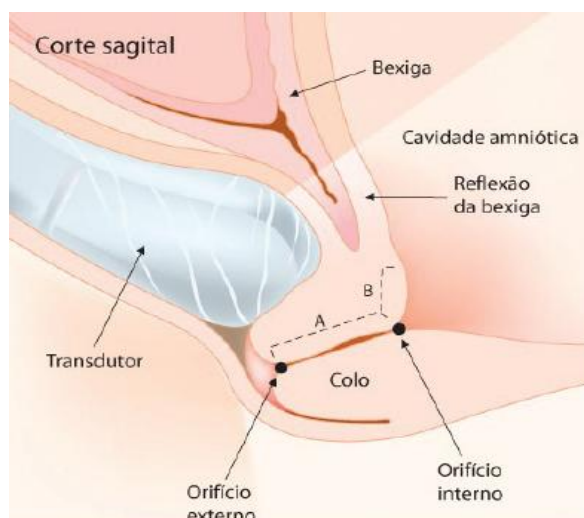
Medição do comprimento do colo do útero (A) por ecografia transvaginal.<sup>2</sup>
